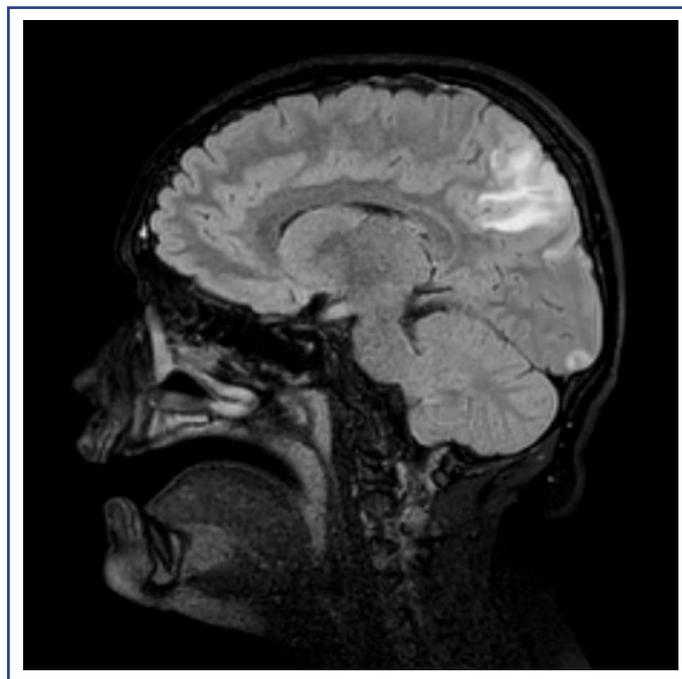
RMN, sequenza sagittale FLAIR: edema vasogenico cortico-sottocorticale in sede parieto-occipitale
